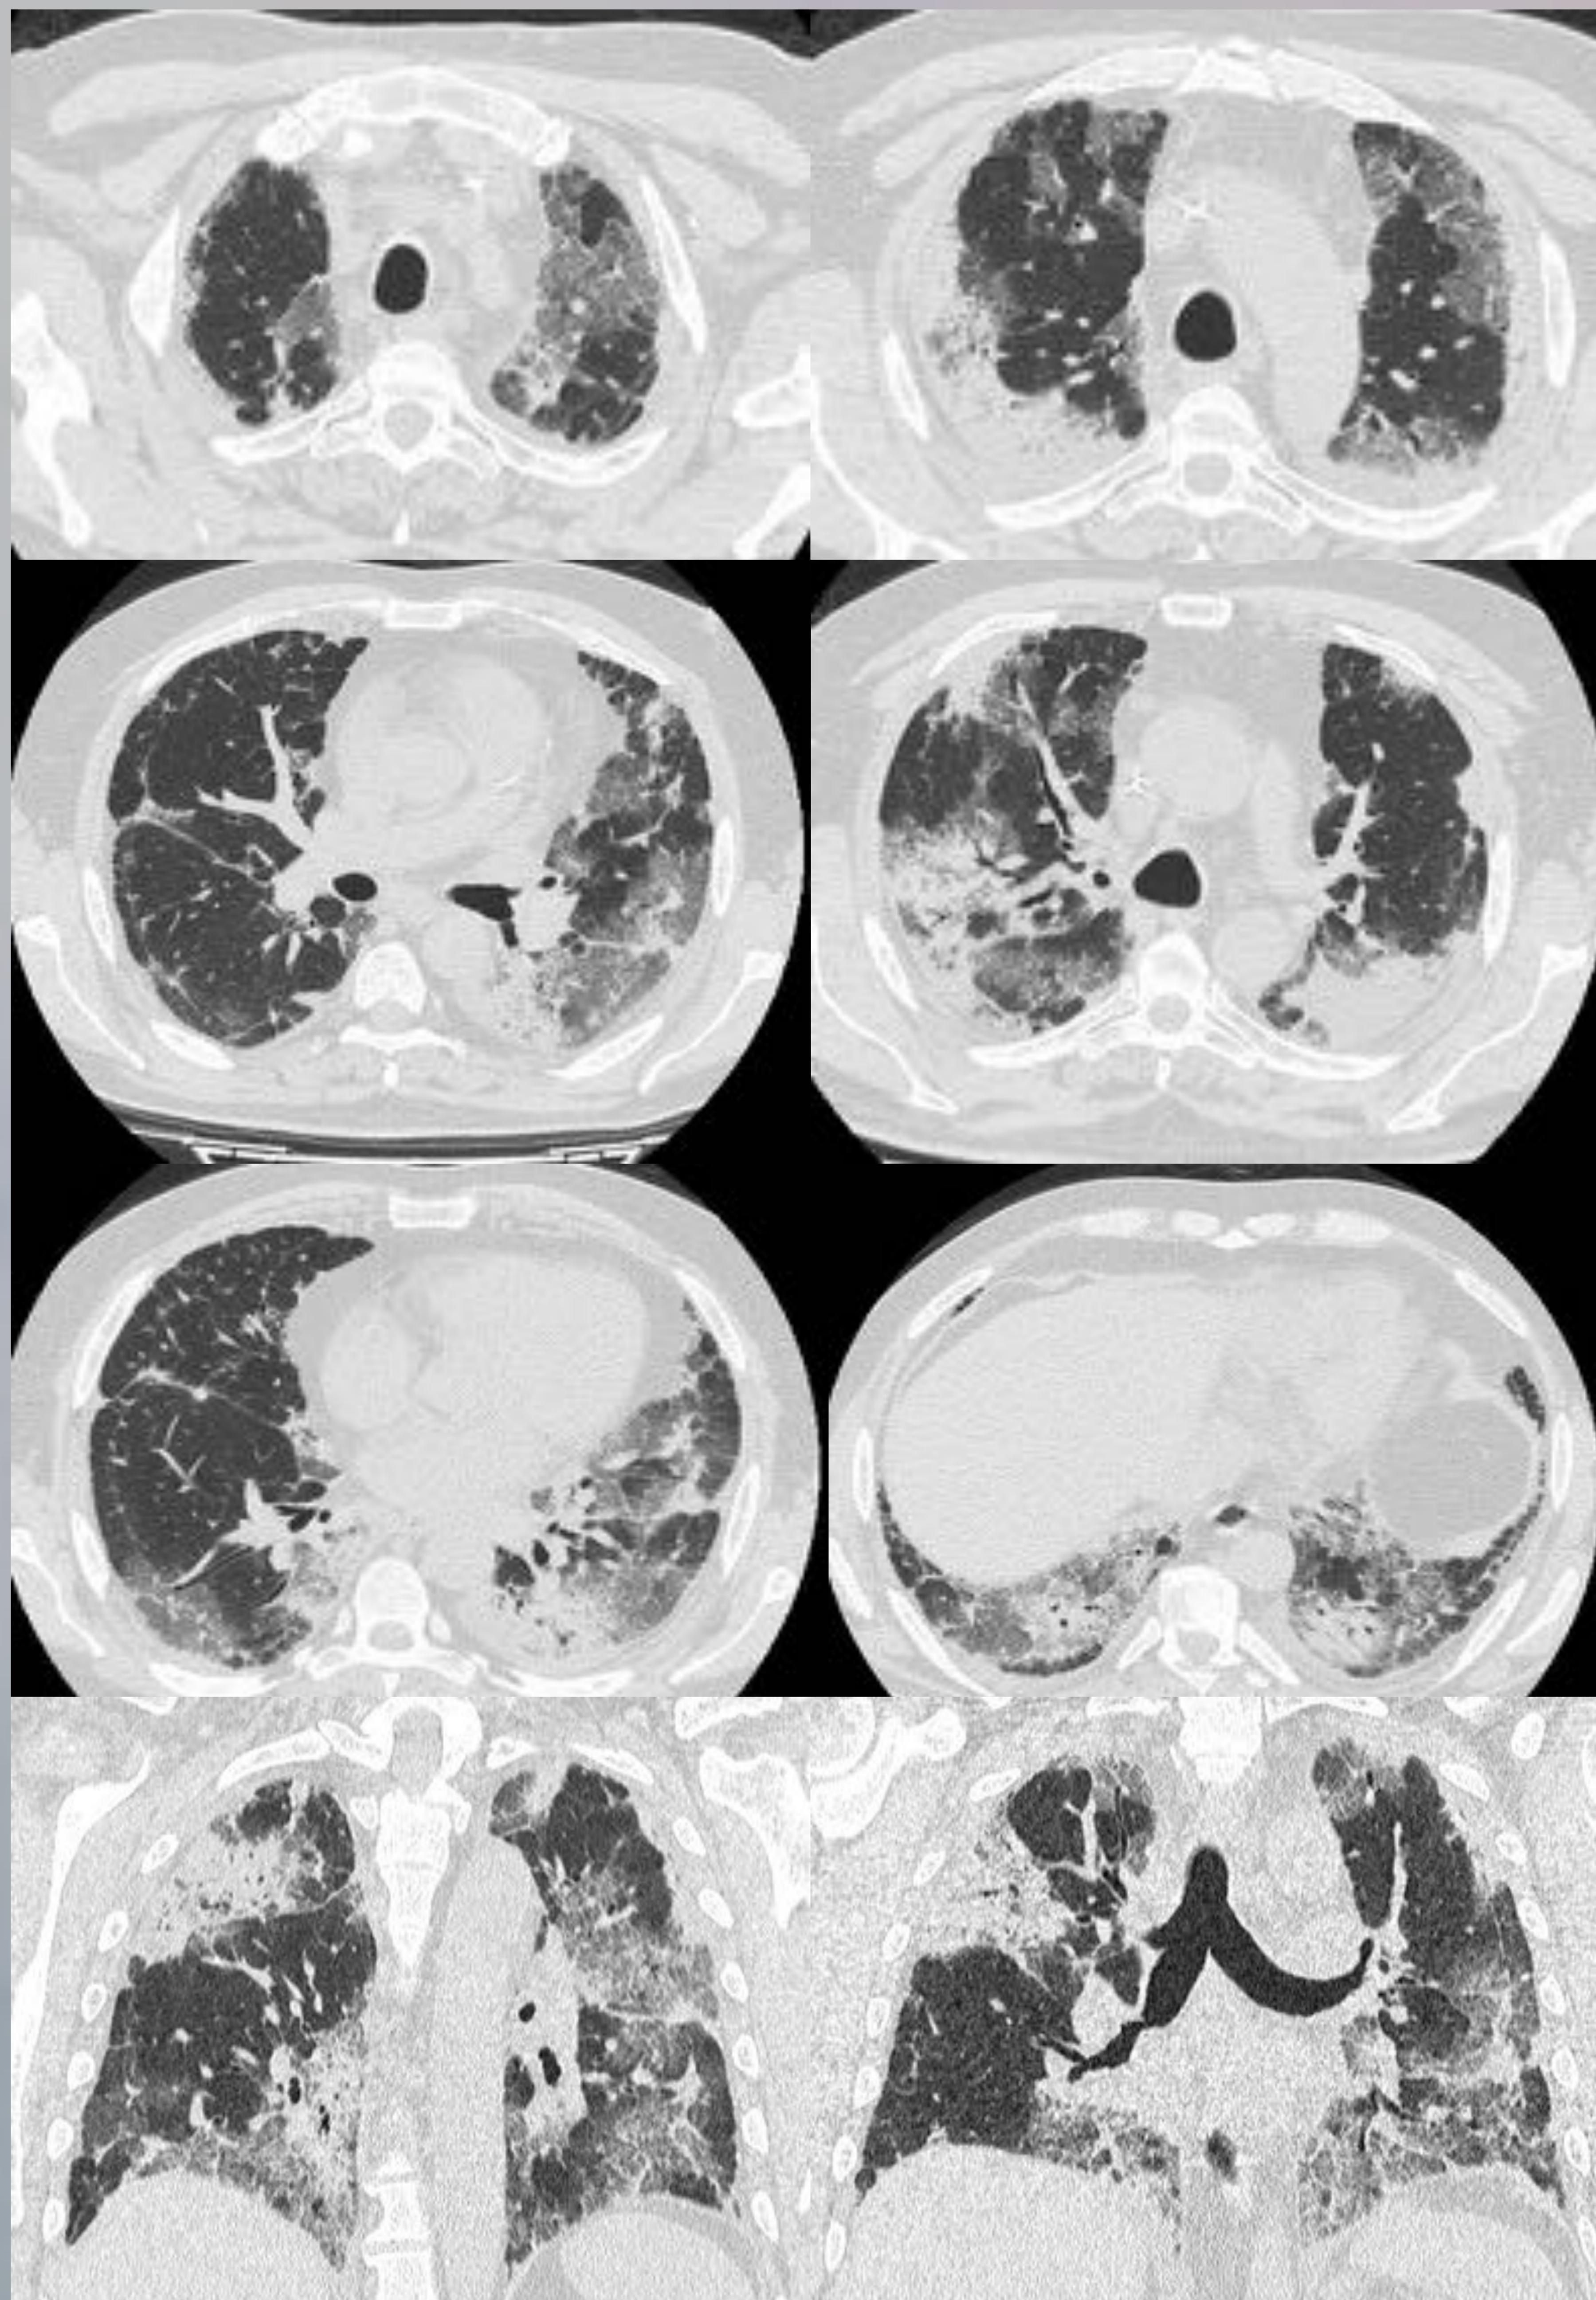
TC axial y coronal en ventana de pulmón. Afectación intersticial bilateral con presencia de consolidaciones que afectan a la regiones subpleurales de ambos pulmones de predominio en campos pulmonares superiores, adyacente a cisuras y presencia de opacidades lineales irregulares y bandas curvilíneas subpleurales*
